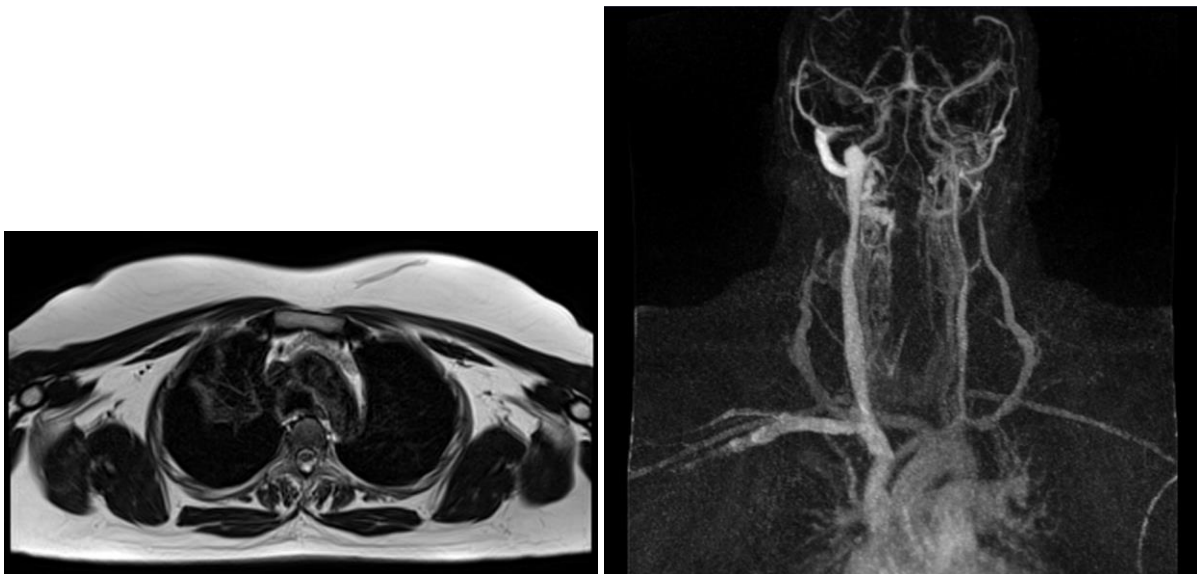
RMN de tórax realizado durante el seguimiento en consultas externas (6 meses tras el debut).
